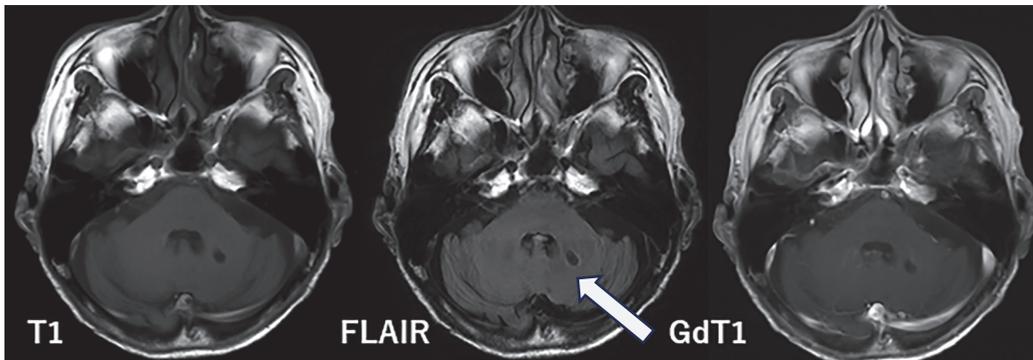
R-MTX療法3コース終了時の頭部造影MRI。左小脳半球深部のFLAIR高信号の消失が確認される(白 矢印)。同部の低信号は、定位的脳生検後の変化を示している。
